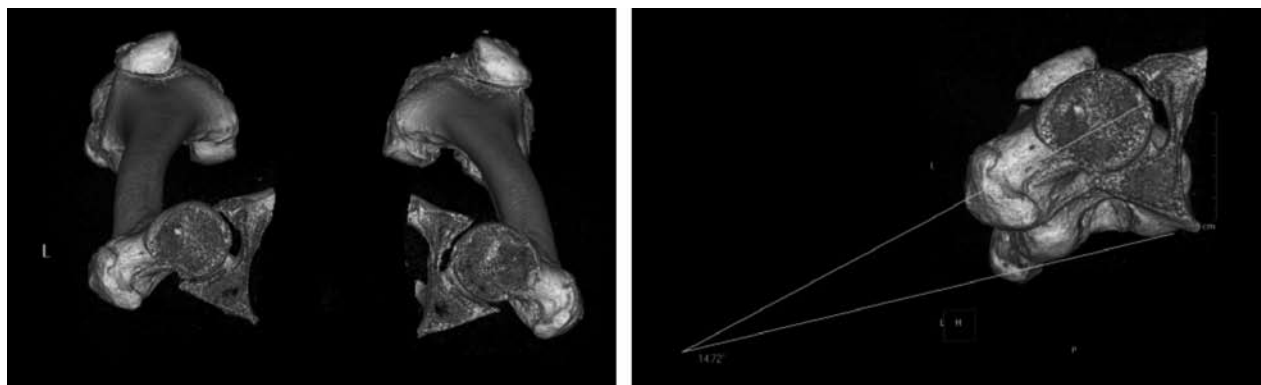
Studio TC con ricostruzione 3D per misurazione antiversione femorale.
